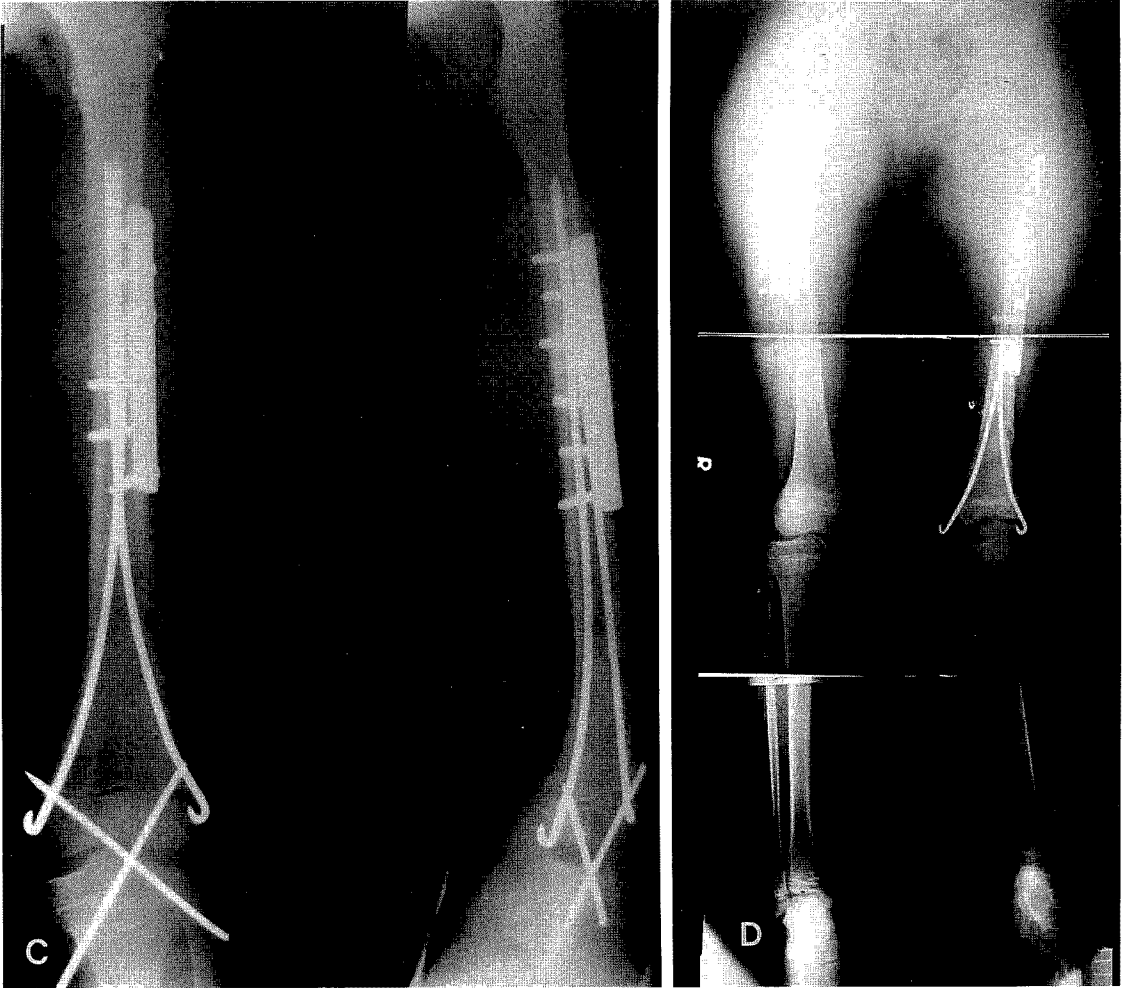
Plain radiographs after operation. Irradiated autograft was used for reconstruction.
